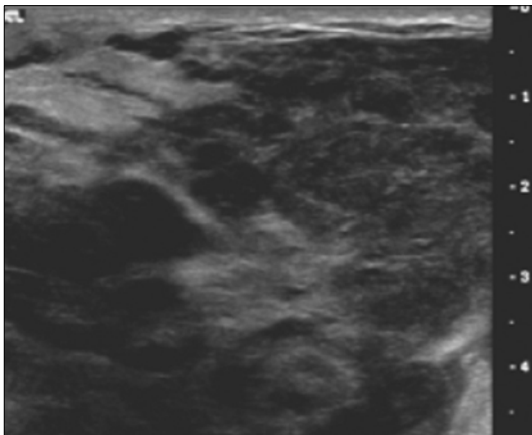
Breast ultrasonogram shows diffuse infiltrative mass forming lesions.
